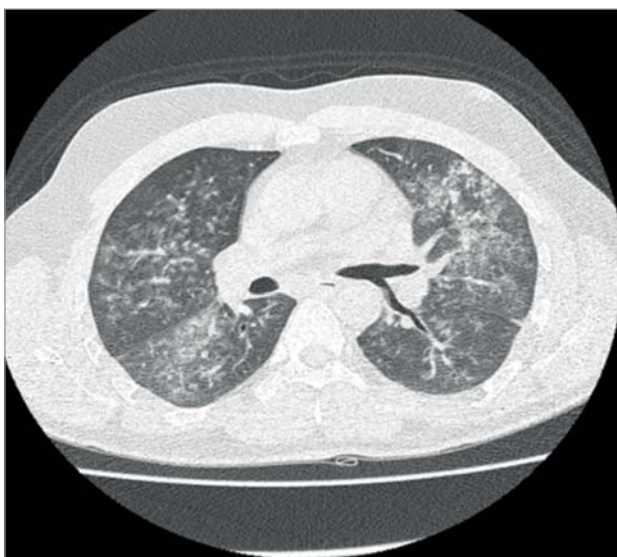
Дифузні зміни паренхіми легень за типом «матового скла» у хворого 38 років з ЕГПА за даними комп'ютерної томографії [77]
